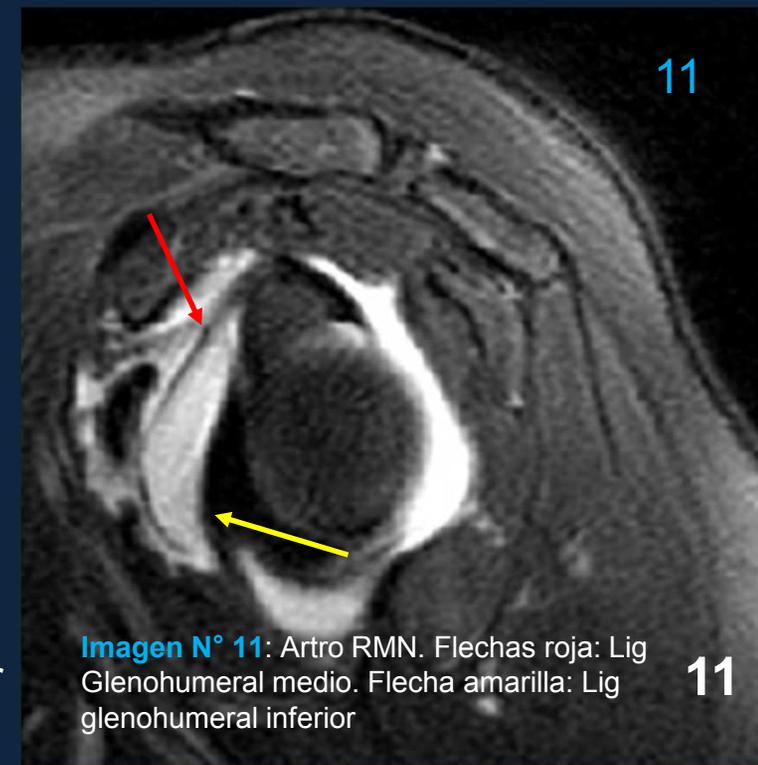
Arthro RMN. Flechas roja: Lig Glenohumeral medio. Flecha amarilla: Lig glenohumeral inferior
